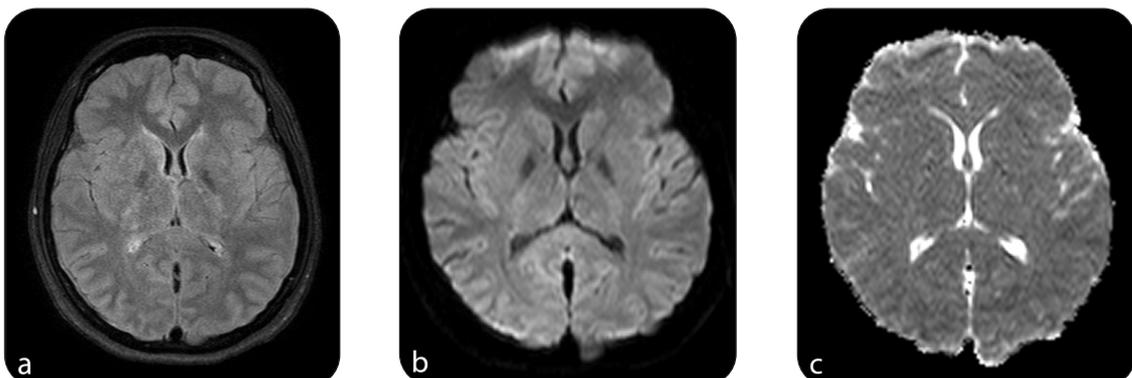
IRM cérébrale de contrôle à J+7 (coupe axiale) démontrant la régression des anomalies signalétiques initiales. Régression lésionnelle quasi complète sur la séquence FLAIR (a) et levée de la restriction diffusionnelle (b et c).
